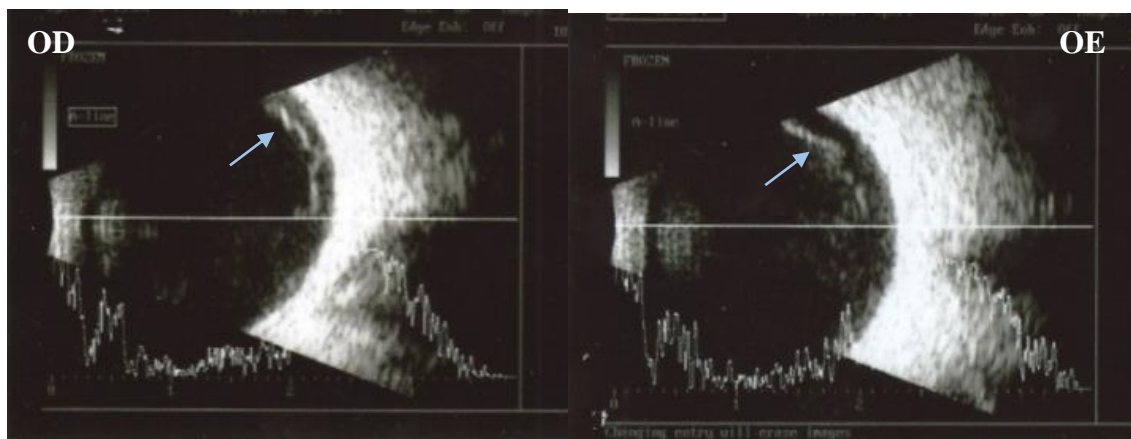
Ecografia oftalmológica em Modo B que evidencia algumas opacidades vítreas (depósitos vítreos de amiloide) no OD e OE (setas azuis), mas em menor grau comparativamente com a deposição pupilar de amiloide.
